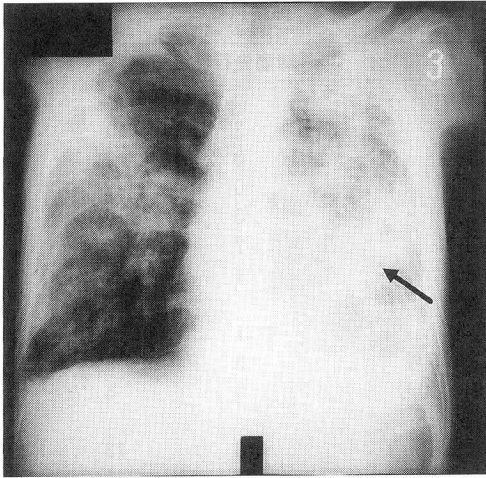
肺癌先行群の症例の胸部単純X線像（左下葉の肺腺癌〈Ⅳ期、矢印〉の抗腫瘍治療中に併発した肺結核症〈bⅡ3〉）
